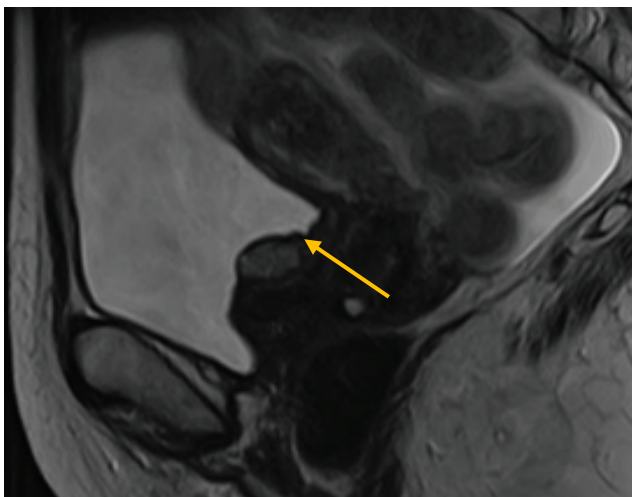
МРТ органов малого таза. Стрелкой указана опухоль.
